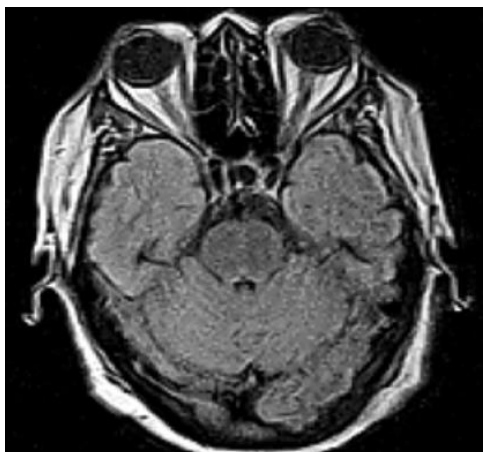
IRM simple de cráneo de 0,23 T. Señal FLAIR. Imagen hipointensa en fisura orbitaria superior izquierda de 5 x 10 mm.
